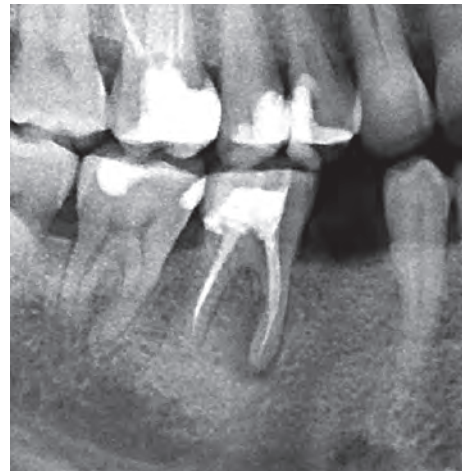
Ортопантомограмма (фрагмент). Хронический периодонтит в стадии обострения у зуба 4.6
